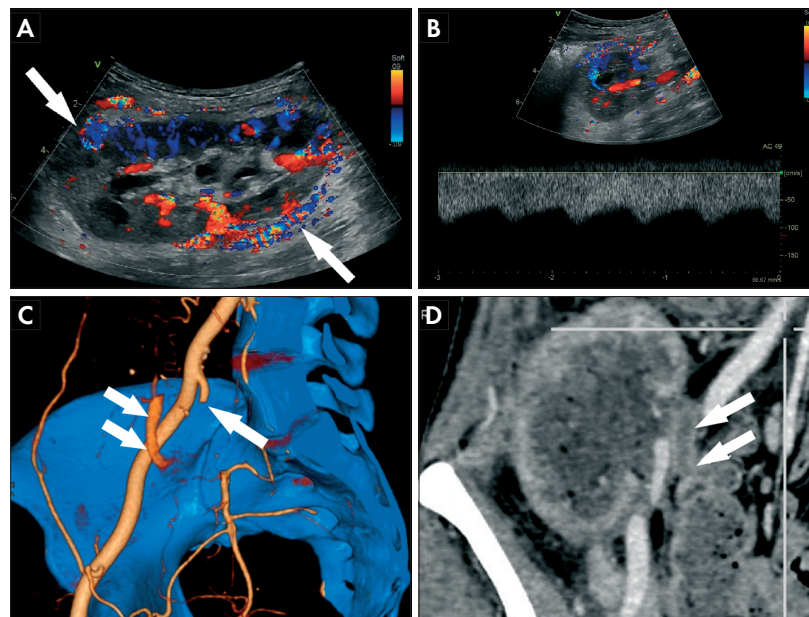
(А) УЗИ, режим ЦДК. Периренальные коллатерали обозначены стрелкой. (В) Режим ИВ-доплерографии.
